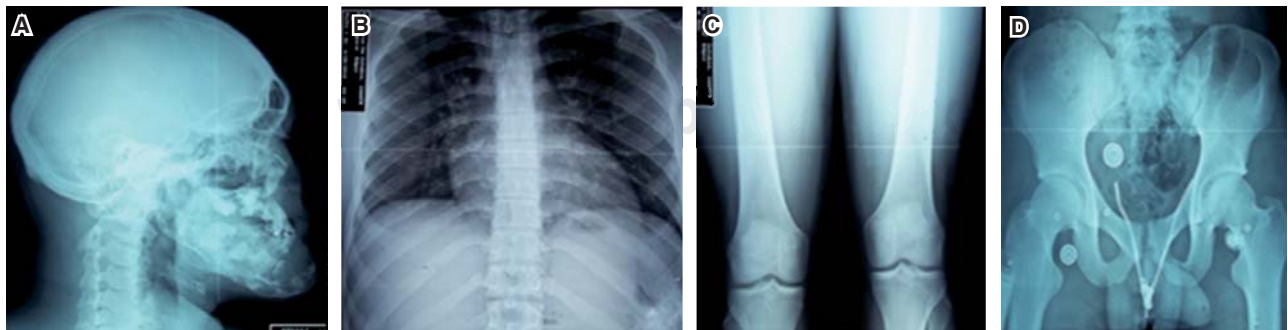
Radiografías de control de cráneo (A), tórax (B), fémur (C) y pelvis (D) en las que no se encuentra ninguna otra alteración ósea de relevancia para padecimiento actual.
